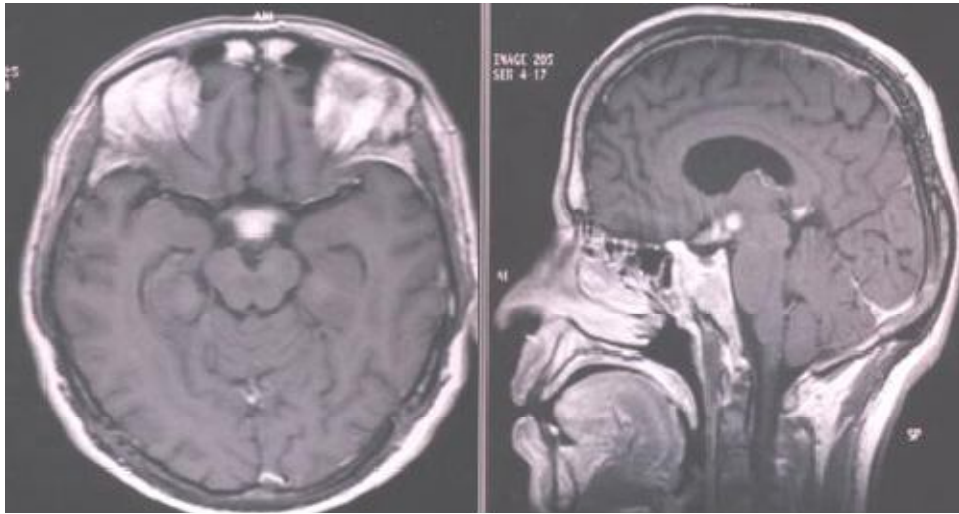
IRM cérébrale, séquence T1 avec inj de gado : forte prise de contraste au niveau hypothalamique s'étendant vers la région infundibulaire.
